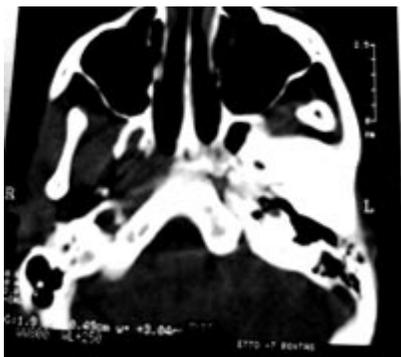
T. C. corte axial (CT Sytec 2000, GE)R
